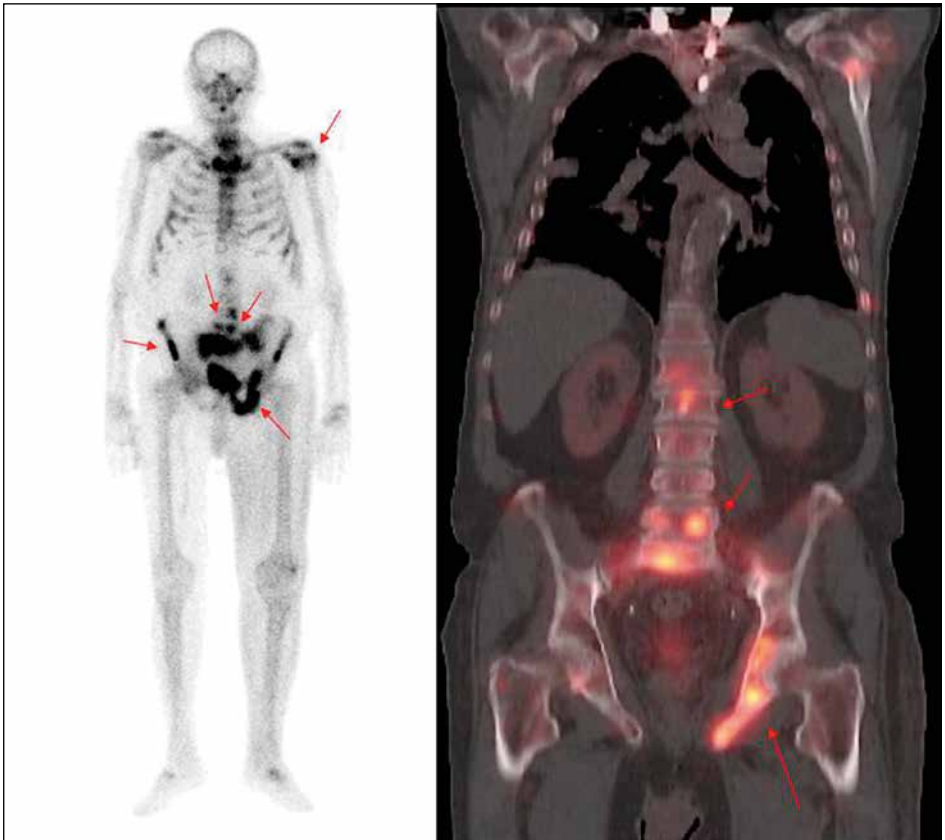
Die Abbildung zeigt eine Skelettszintigraphie, sowohl in der planar als auch in der SPECT/CT-Darstellung. Mehrere Knochenmetastasen sind in der Wirbelsäule und im Becken zu sehen, die durch rote Pfeile markiert sind. Die planare Szintigraphie liefert eine Übersicht über die Verteilung der radioaktiven Substanz im Skelett, während die SPECT/CT eine detailliertere dreidimensionale Darstellung bietet, die die genaue Lokalisation und das Ausmaß der Metastasen besser sichtbar macht.
